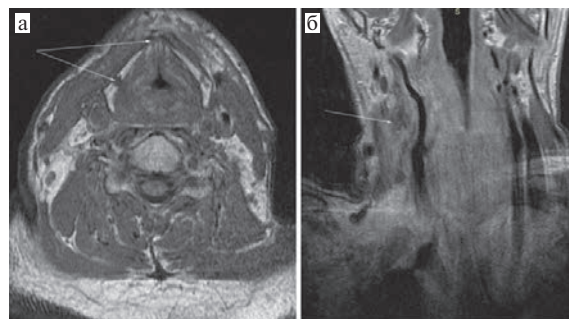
МРТ-изображения РРГ с метастазированием в ЛУ шеи: а — участки деструкции щитовидного хряща в зоне опухолевого поражения (указаны стрелками); б — метастаз в ЛУ шеи III уровня (указан стрелкой)
